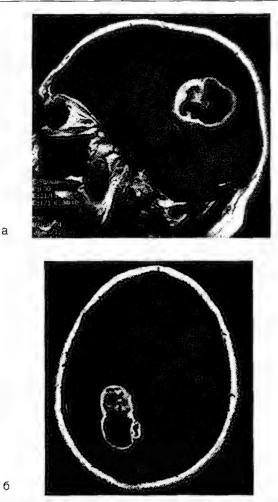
Опухоль правой теменной доли: КТ головного мозга: a- сагиттальная проекция; b- поперечная проекция
